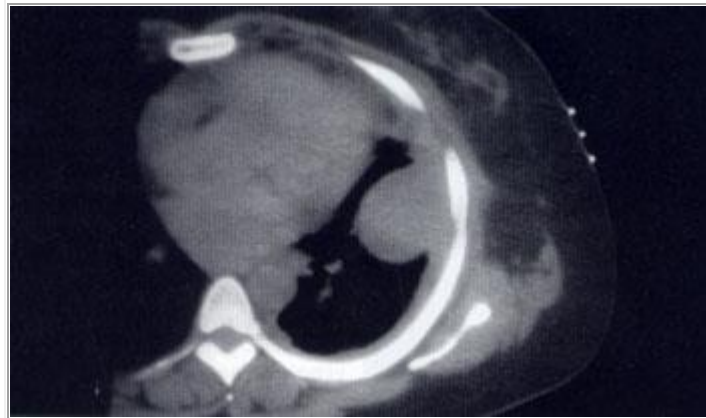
La TAC define con mayor claridad la naturaleza líquida de la imagen vista en la radiografía y su relación con la pleura.
